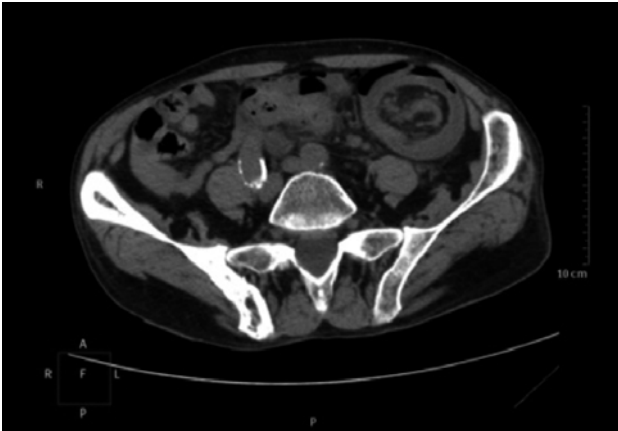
Caso 2. TC corte sagital.
